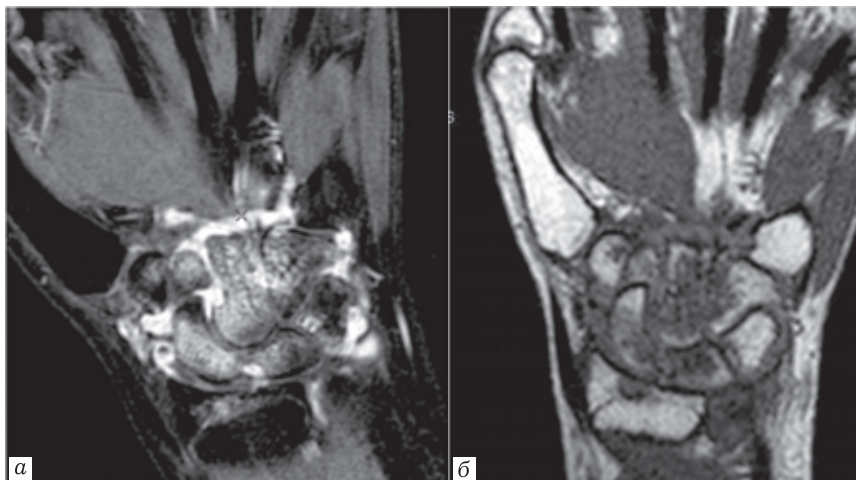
МРТ кисти. РА. Отек костного мозга в костях запястья. Синовит в области межзапястных суставов
